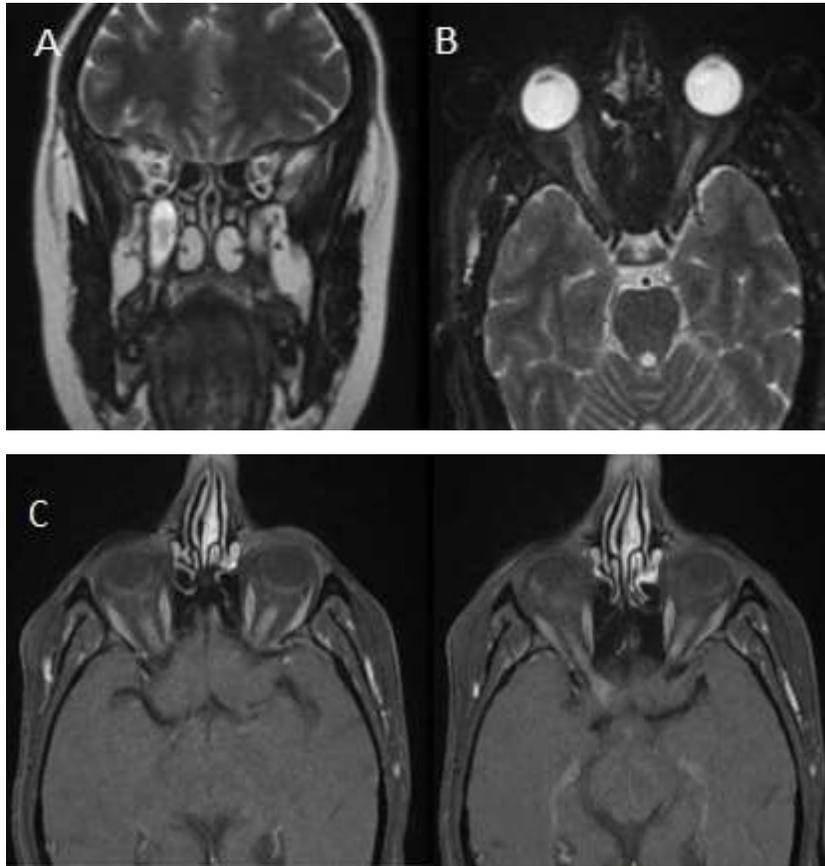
IRM cérébro-orbitaire : axiale et coronale T2(A, B) , axiales T1 injectée: Hypersignal T2 des deux nerfs optiques au niveau de leur portion intra-orbitaire étendue à droite à la portion rétro-orbitaire cisternale, associé à un élargissement de leurs gaines avec infiltration de la graisse péri-nerveuse qui se rehausse après injection du produit de contraste.
